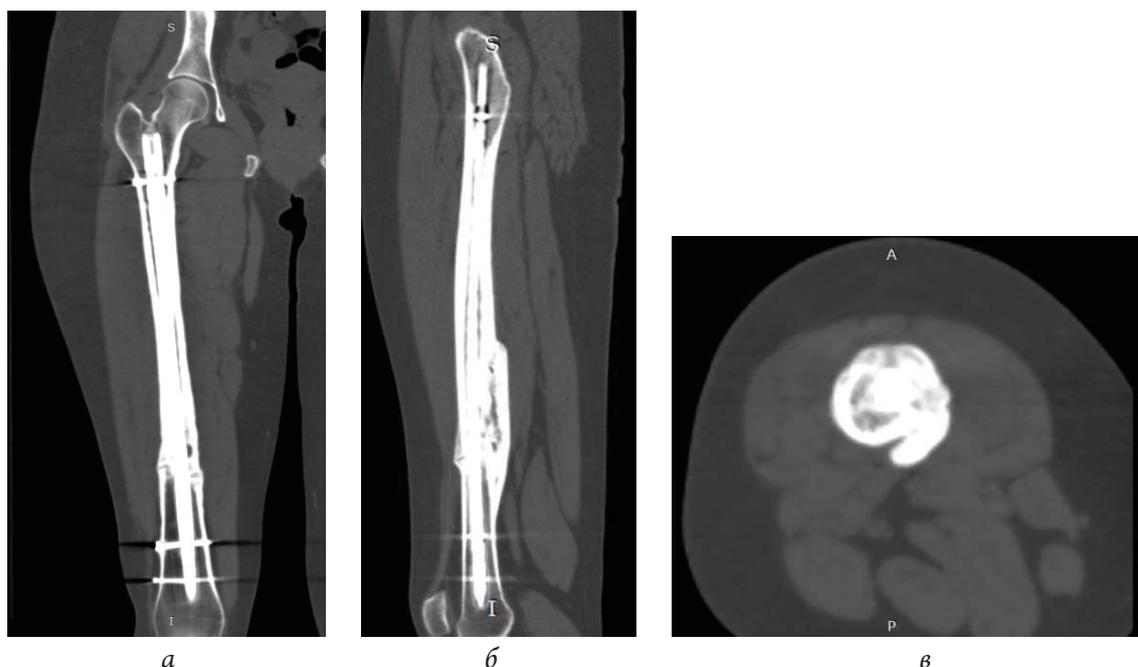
КТ контроль сращения перелома правой бедренной кости через 65 нед с момента операции: *a* – прямая проекция; *б* – боковая проекция; *в* – аксиальная проекция
